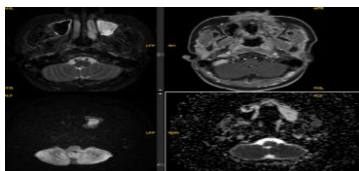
(a,b,c): Hạch khoang sau hầu lệch trái có hình thái tròn, hạn chế khuếch tán trên DWI/ADC (a,b) và ngấm thuốc không đồng nhất sau tiêm (c)
